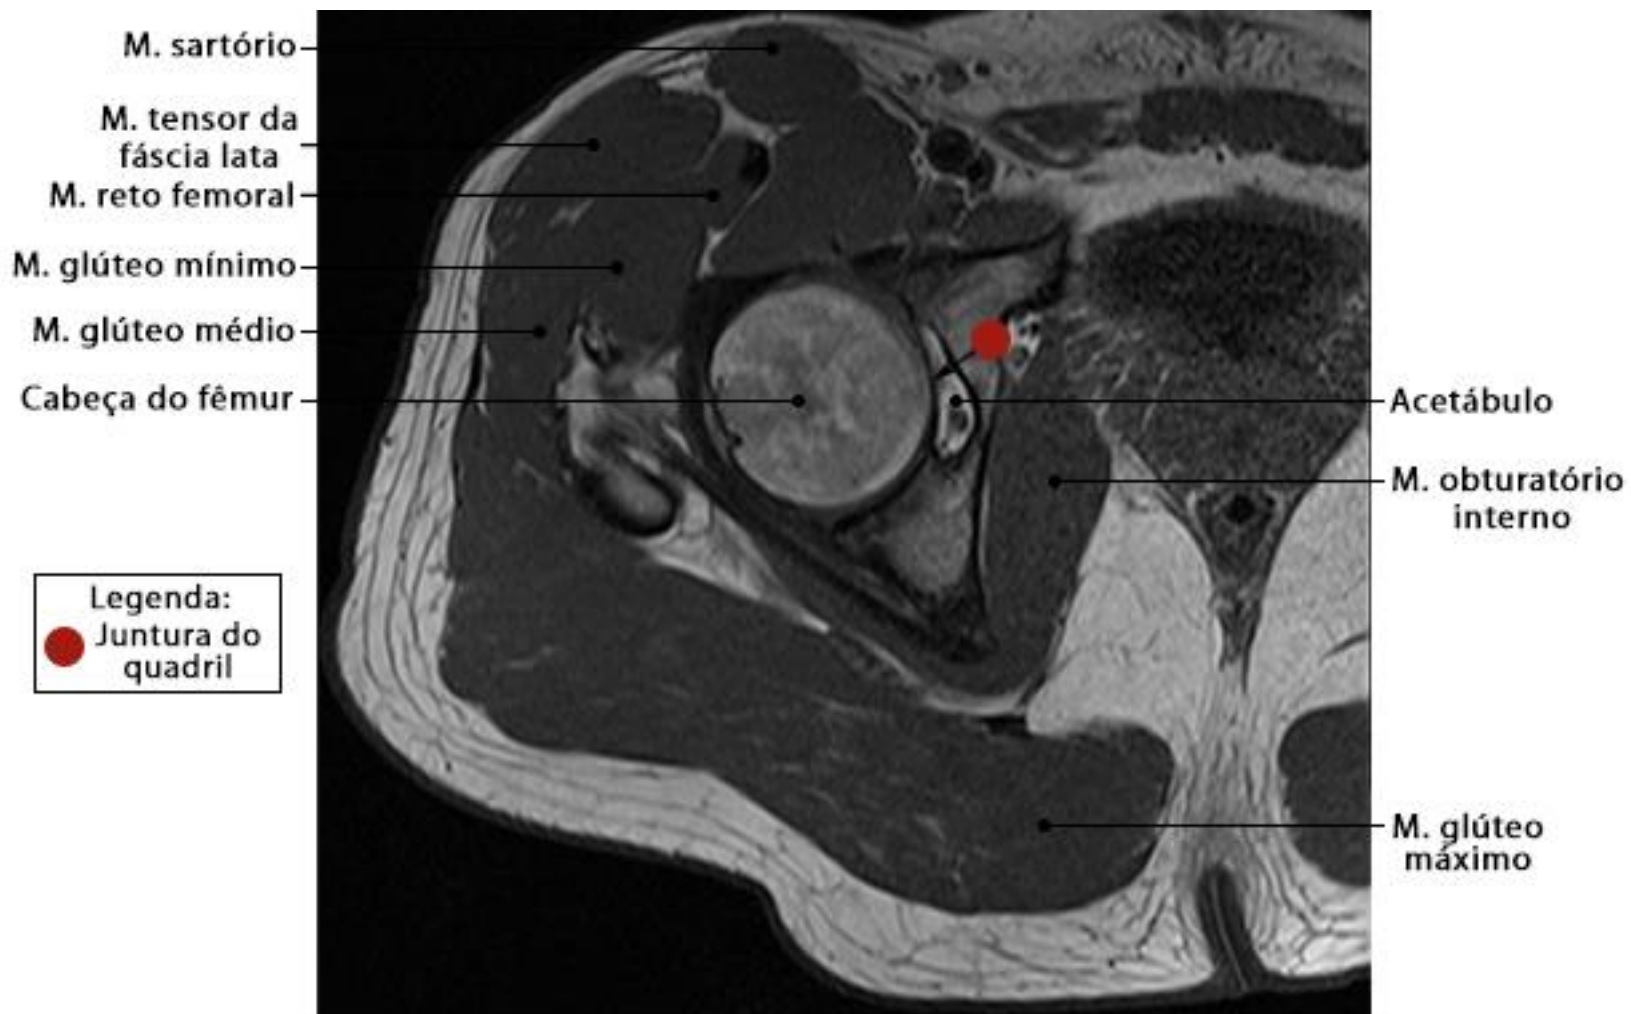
RM do quadril em corte axial com ponderação T1
